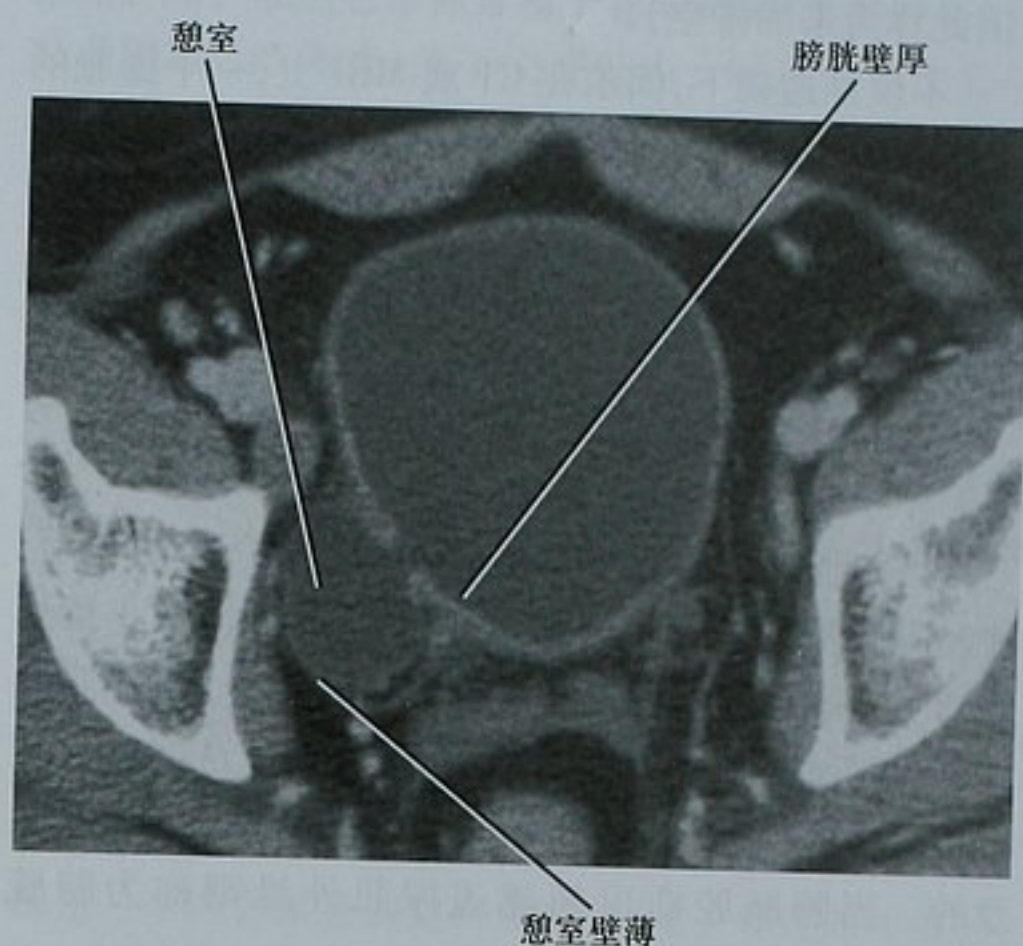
对比增强 CT 扫描膀胱横断位图像显示一个输尿管周围的膀胱憩室。比较憩室壁和其余膀胱壁的厚度不同
